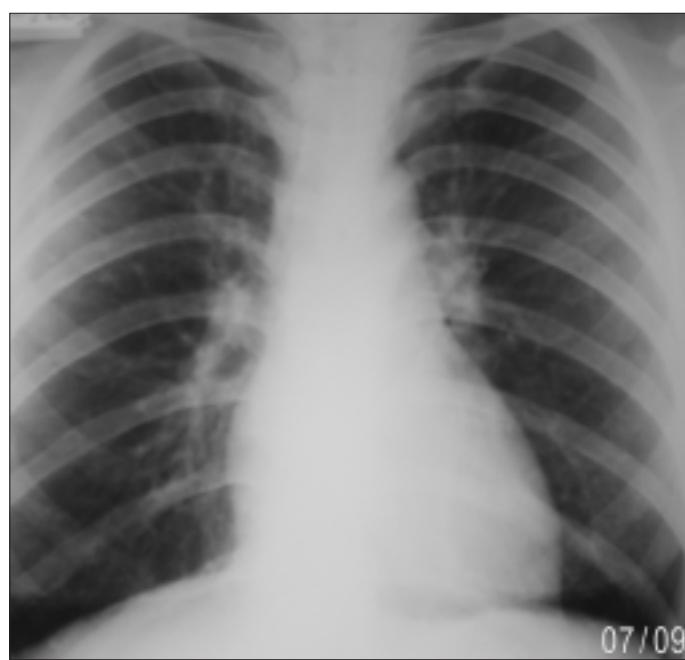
Akciğer grafisinde infiltrasyon alanları.
